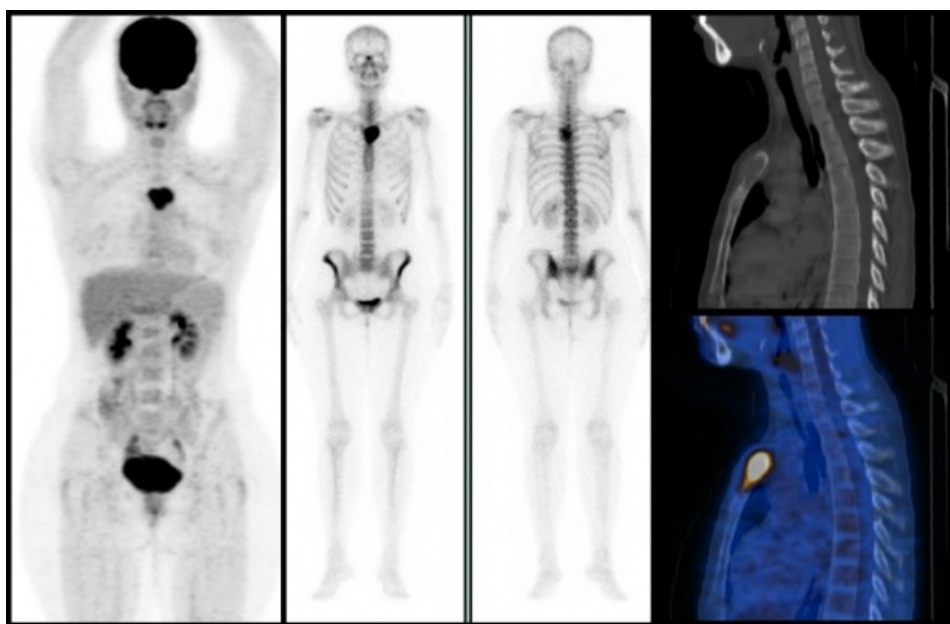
Paciente de 35 años con antecedente de cáncer de mama de 3 años de evolución. En el estudio PET-CT con ^{18}F -FDG se identifica una lesión lítica esternal con intensa actividad metabólica. Dicha lesión se asocia a incremento de actividad osteoneogénica en la gammagrafía ósea con $^{99\text{m}}\text{Tc}$ -MDP (imágenes centrales), contrario a lo que se esperaría por la naturaleza de la lesión.
